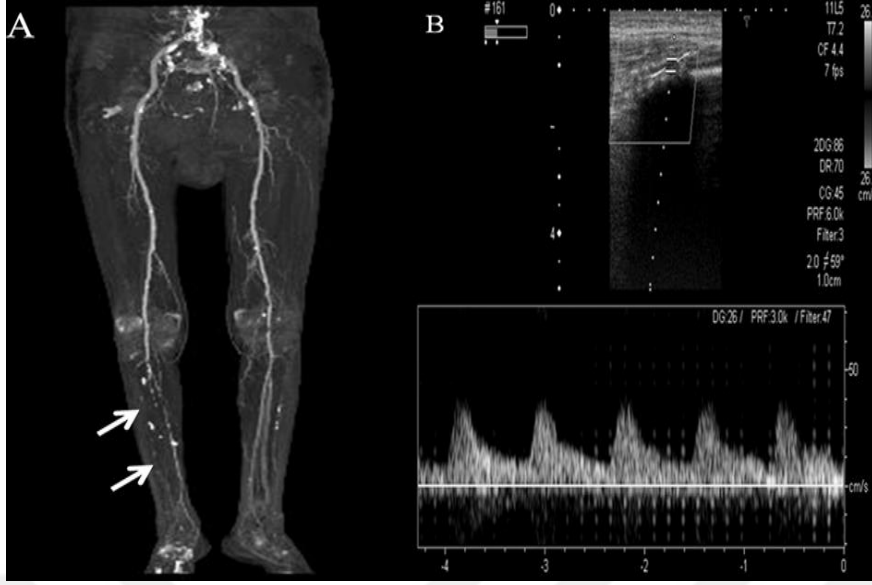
Arteriyel Dupleks Ultrasonografi (84).
